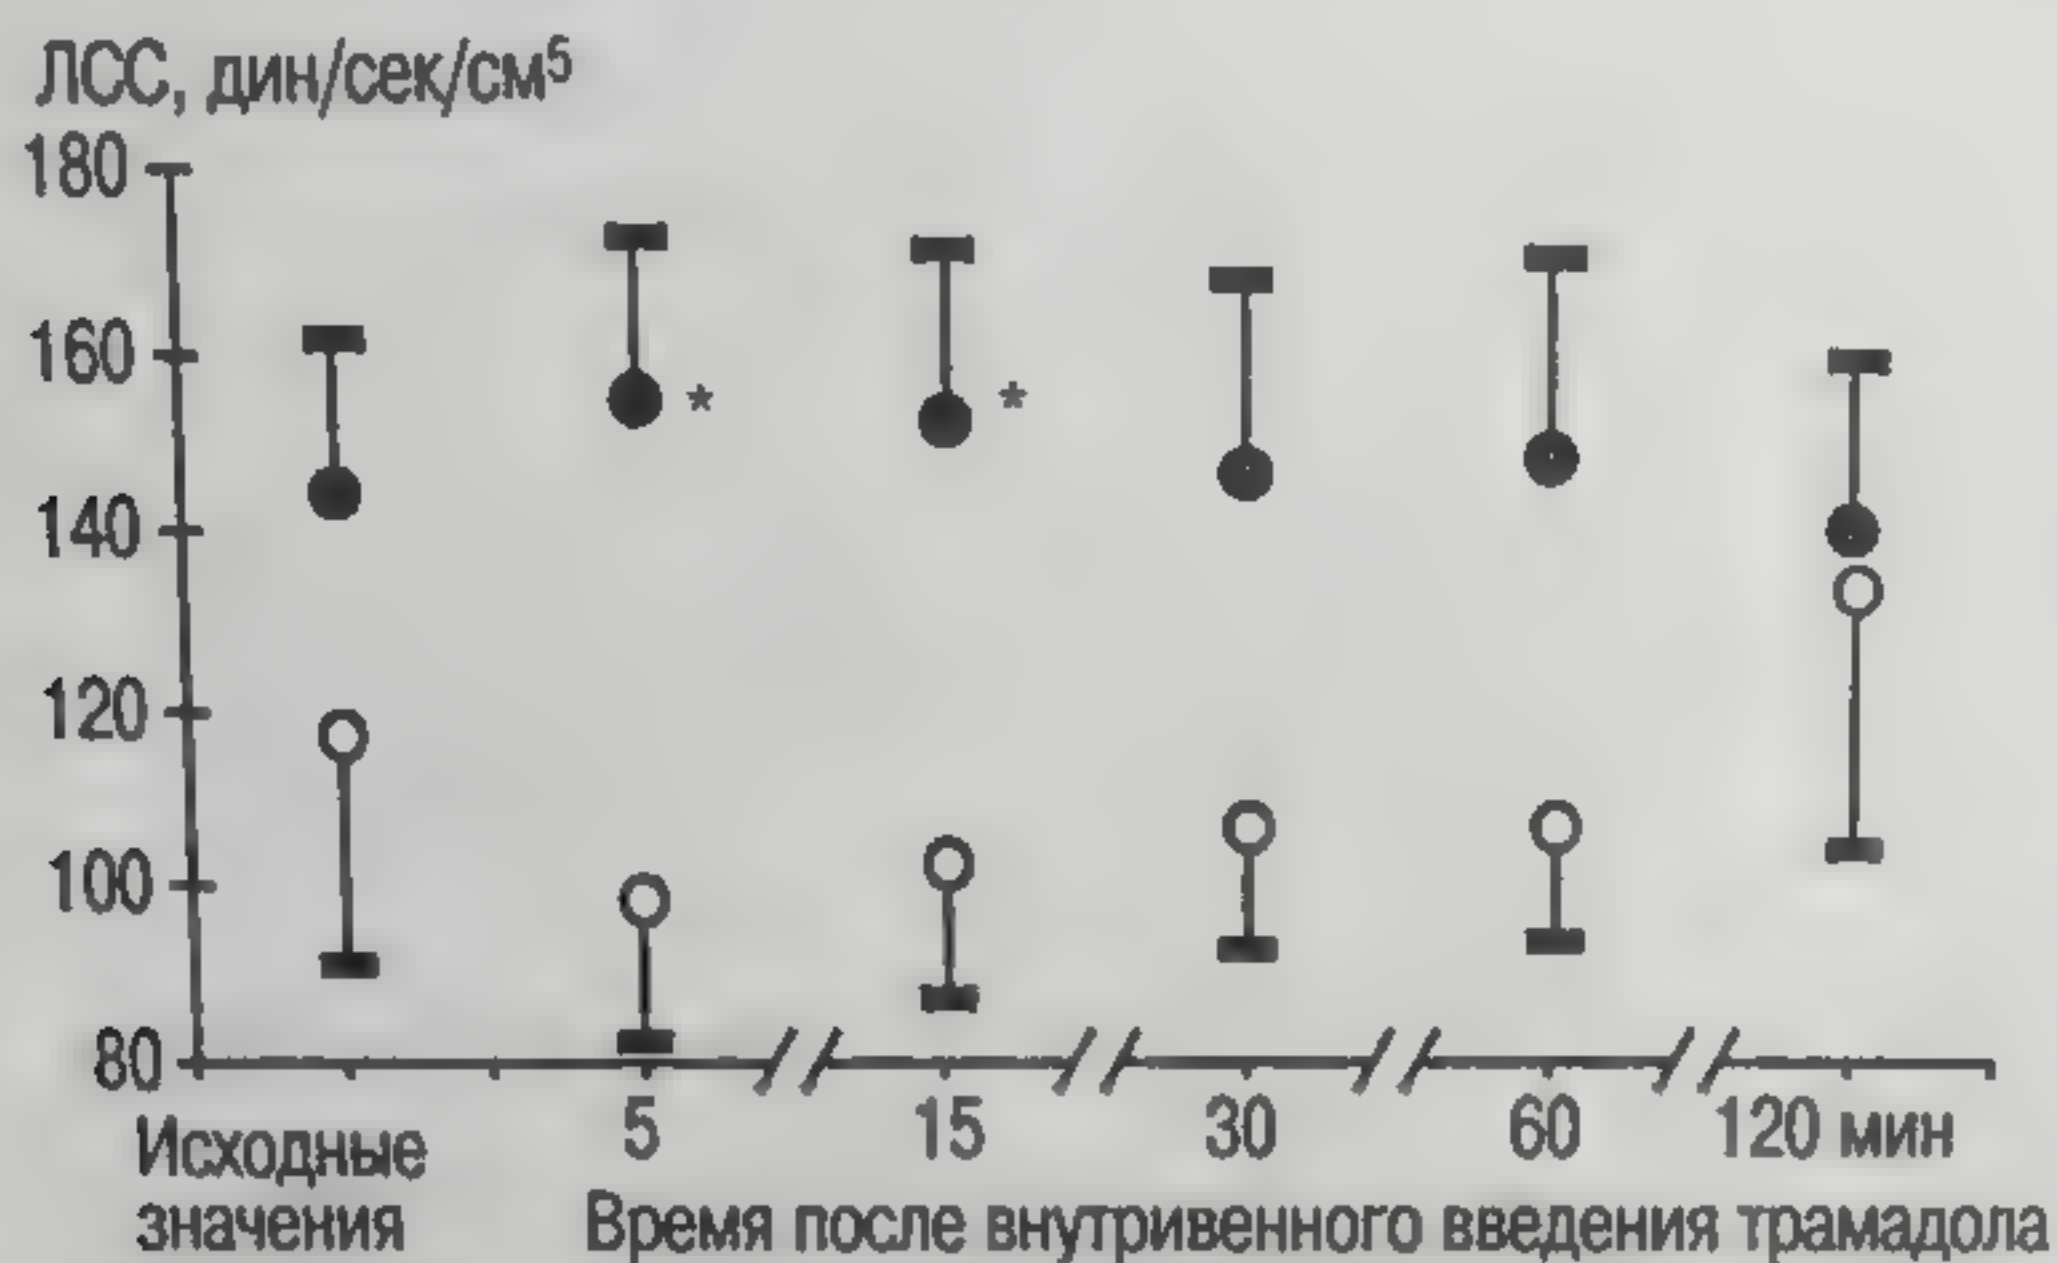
Динамика показателей ЛСС после введения трамадола больным с инфузией КА и без нее. ● — пациенты ($n=12$) с инфузией КА; ○ — пациенты ($n=8$) без КА. * — Различия достоверны по критерию Стьюдента ($p<0,05$) при сравнении показателей между подгруппами
